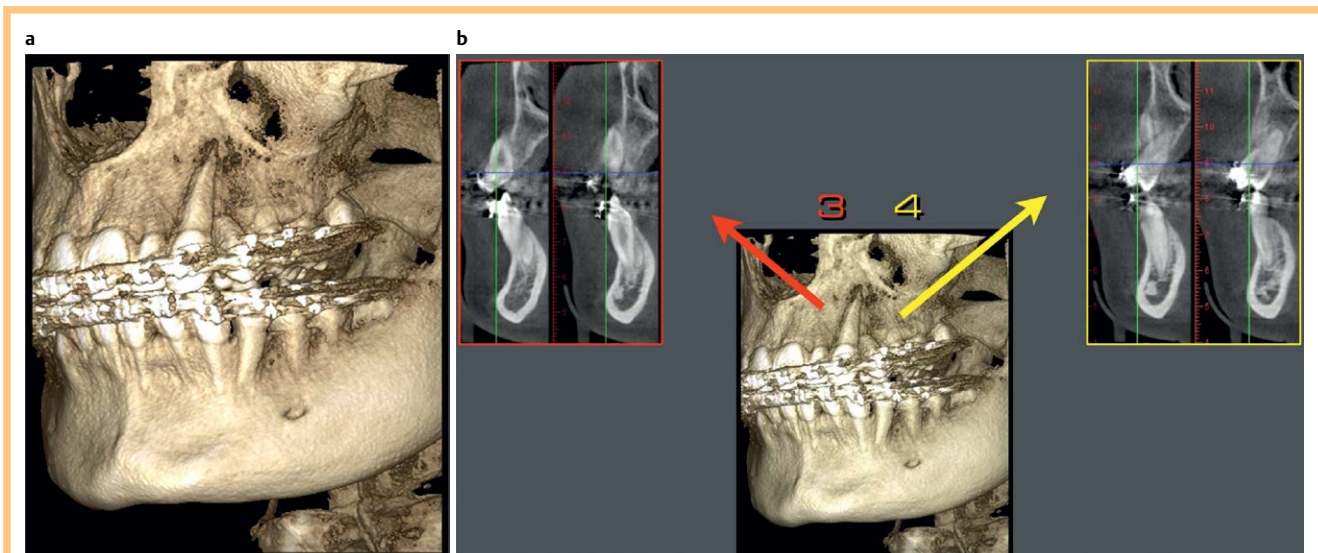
a, b Das Orthopantomogramm ließ eine Transposition des oberen linken Eckzahnes und des ersten Prämolaren erkennen.
